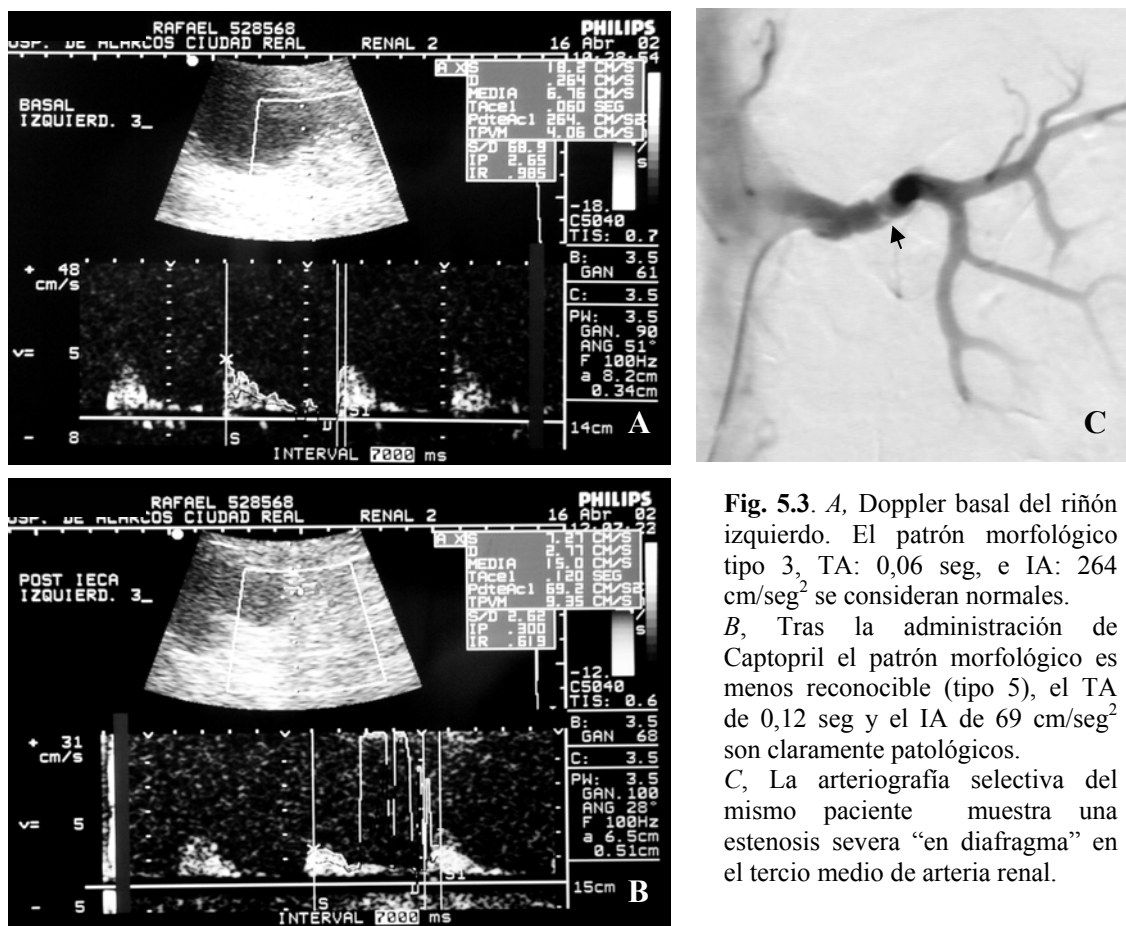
A, Doppler basal del riñón izquierdo. El patrón morfológico tipo 3, TA: 0,06 seg, e IA: 264 cm/seg^2 se consideran normales. B, Tras la administración de Captopril el patrón morfológico es menos reconocible (tipo 5), el TA de 0,12 seg y el IA de 69 cm/seg^2 son claramente patológicos. C, La arteriografía selectiva del mismo paciente muestra una estenosis severa “en diafragma” en el tercio medio de arteria renal.
